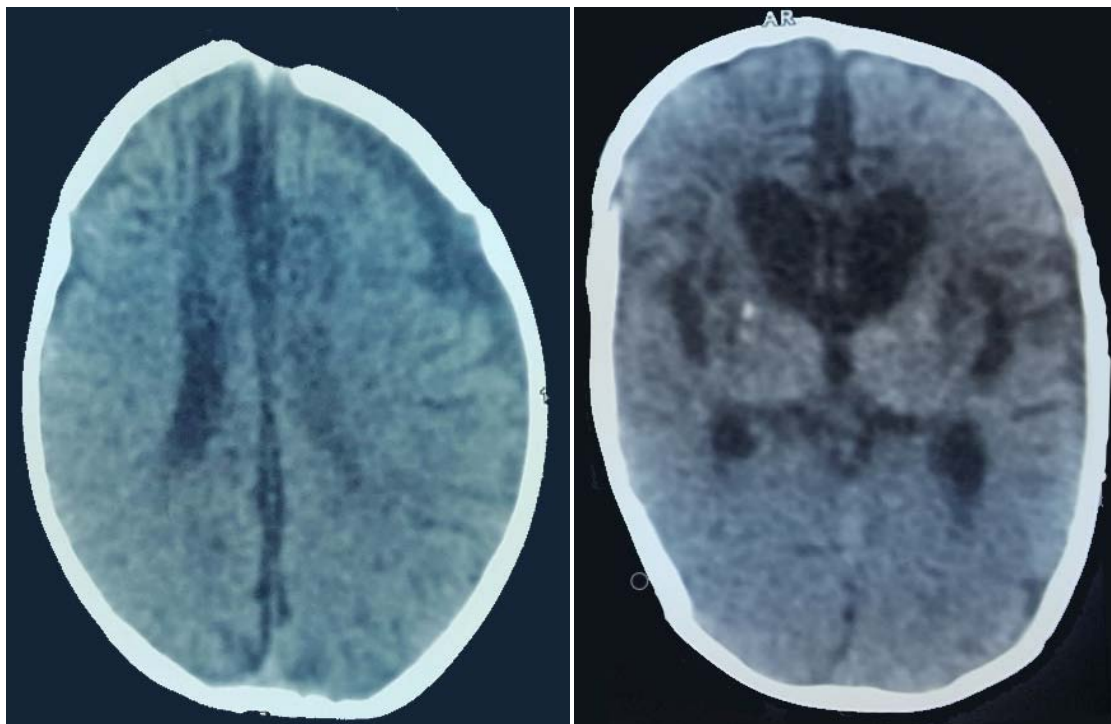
TDM Cérébrale : atrophie cortico-sous-corticale fronto-pariétale gauche et frontale droite + calcifications cérébrales séquellaires.
